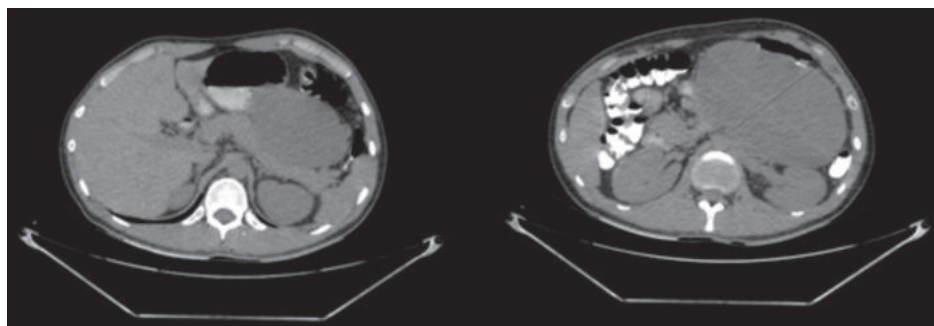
Tomografía Computarizada, cortes axiales: Imagen expansiva de contenido homogéneo de 15 x 16 cm en hipocondrio izquierdo. Reporte: Considerar quiste mesentérico. Expediente Clínico.
